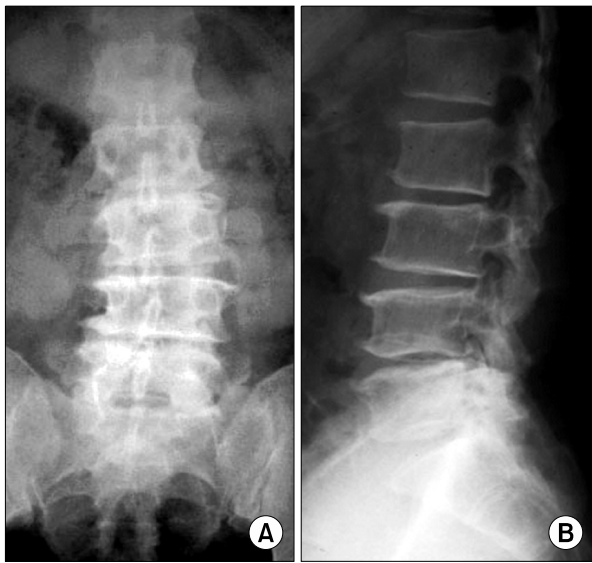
Preoperative radiographs of the lumbar spine. A 75-year-old man with spinal stenosis at L3-5 and degenerative lumbar scoliosis. (A) Anteroposterior radiograph showing degenerative lumbar scoliosis. (B) Lateral radiograph showing a well-preserved disc space at L2-3.
